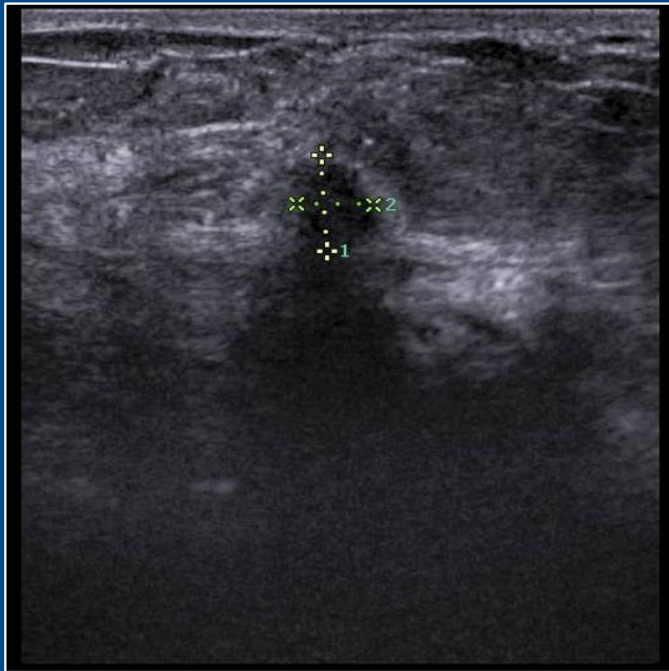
ecografía de paciente femenina de 29 años, que consulta por dolor, observándose nódulo sólido homogéneo que presenta forma irregular con angulaciones. Resultado histopatológico: fibroadenoma.
